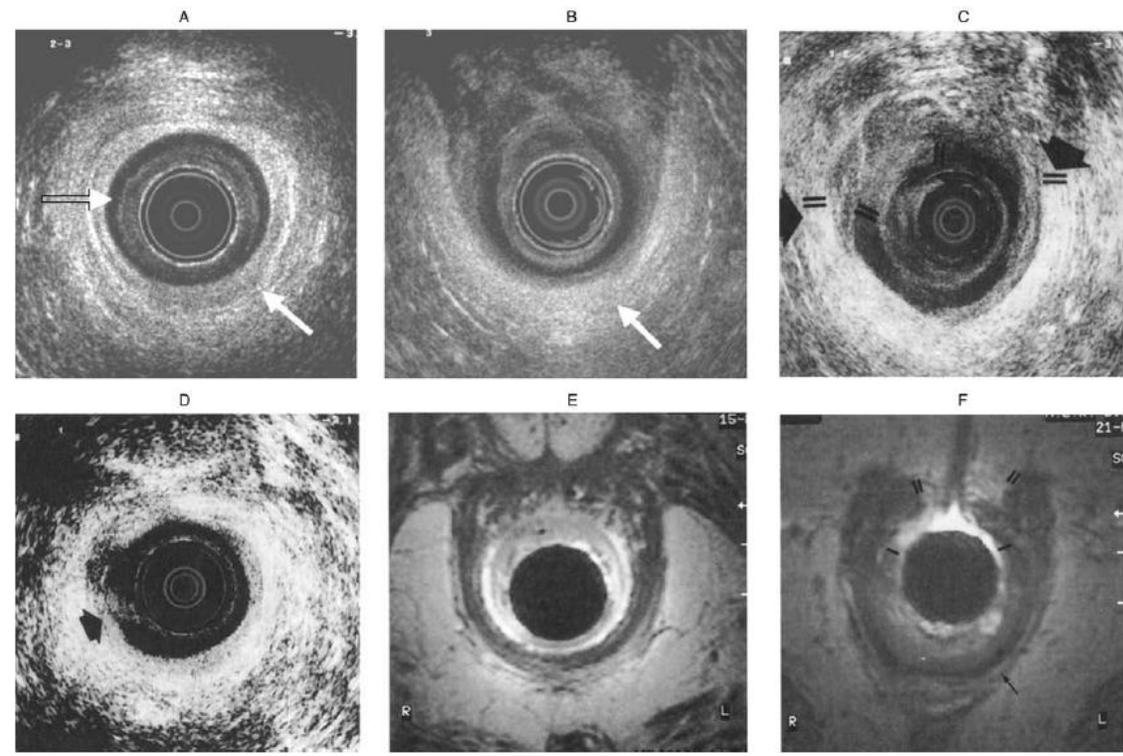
Ejemplo de defectos del esfínter anal demostrable por ultrasonido endoanal (UE); (A) Ultrasonido endoanal de la porción distal del canal anal. Esfínter anal interno (EAI) (flecha abierta) y esfínter anal externo (EAE) (flecha cerrada); (B) UE de la porción proximal del canal anal. Músculo puborrectal (flecha cerrada); (C) UE en pacientes con Incontinencia fecal (IF) debido a trauma obstétrico. Defecto del esfínter anal interno (Negro) y externo (blanco). Los márgenes de cada defecto están indicados (barras y flechas); (D) UE en pacientes que presentan ensuciado fecal después de una esfinterotomía lateral interna. EAI (negro) y defecto (flecha); (E) IRM en sujeto control mostrando EAI (Gris claro) y EAE (Gris oscuro); (F) IRM endoanal en paciente con incontinencia fecal debido a lesión obstétrica. Defecto (barra única) del EAI (Gris claro) y defecto (barras dobles) del EAE (Gris oscuro). Observe la atrofiadel EAE (Flecha). (Tomado de Gordon principles and practice of surgery of colon, rectum and anus 3 ed.pdf, chapter 15, fecal incontinence)
